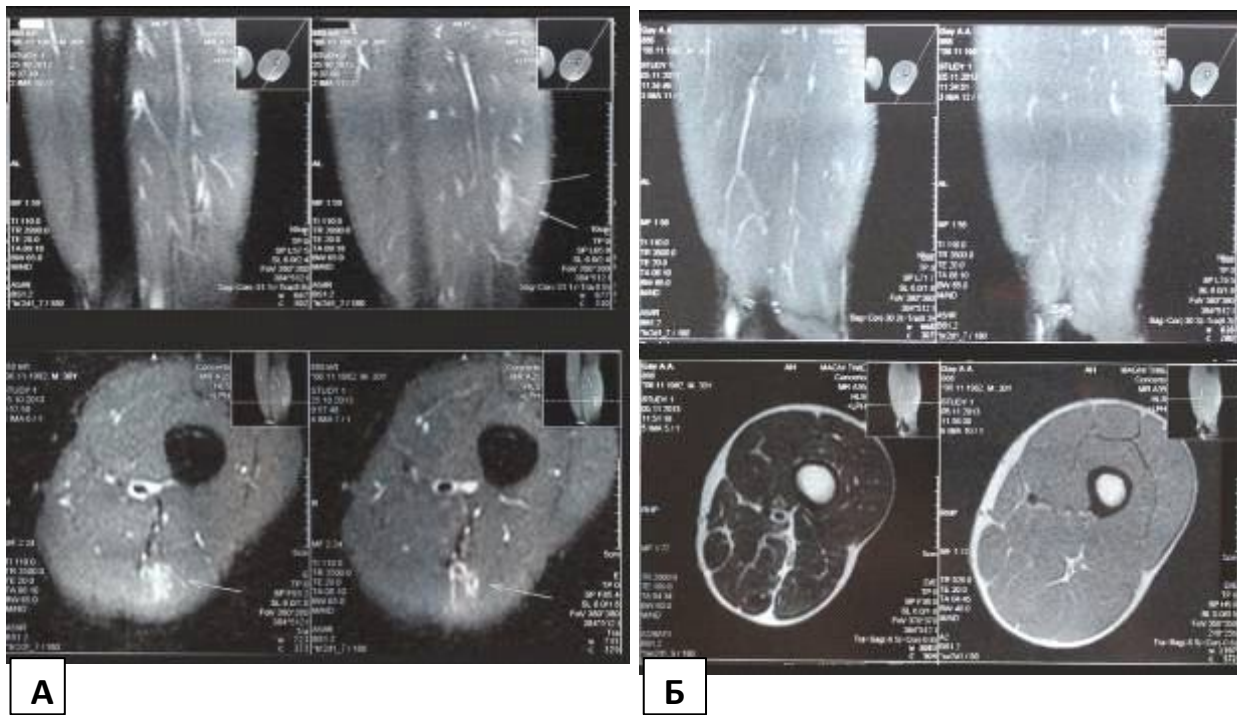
MRI scan of a patient with damage of the semimembranosus muscles in the lower third of the thigh I-II deg.
